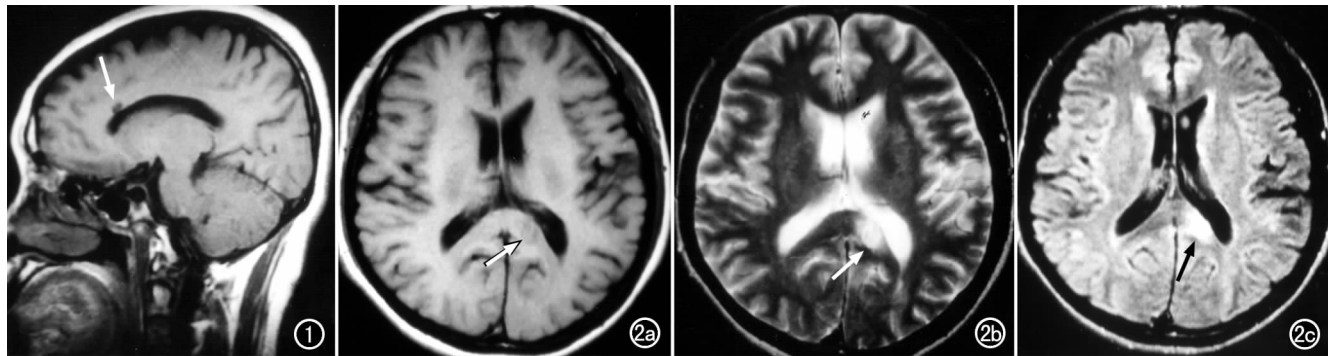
矢状面 T_1 WI, 示胼胝体膝部腔隙灶呈低信号(箭)。 图2 a) 轴面 T_1 WI, 示左侧胼胝体压部片状略低信号(箭); b) 轴面 T_2 WI, 病灶呈高信号(箭); c) 轴面 FLAIR 序列, 病灶呈高信号(箭)。
